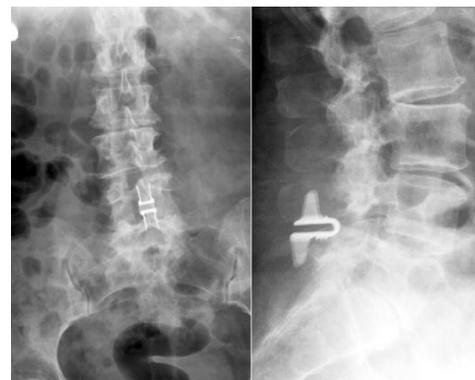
Данные рентгенографии позвоночника пациентки П. после декомпрессии и динамической стабилизации сегмента L4-L5 межостистым имплантом «COFLEX»
